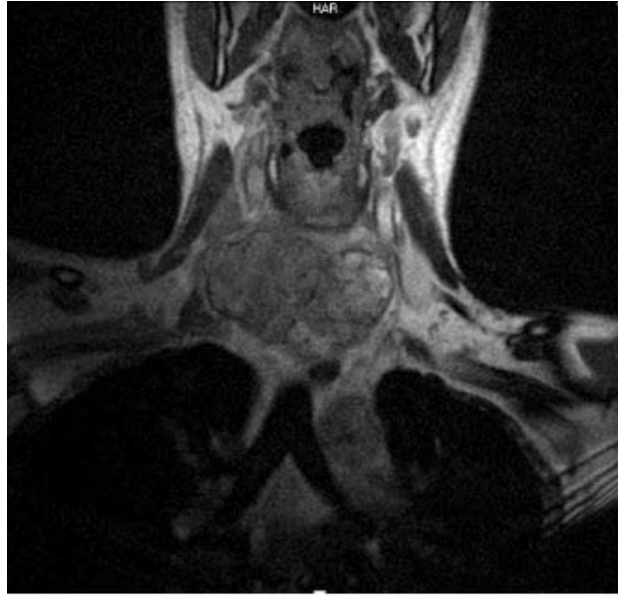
Estudio de RMN de corte coronal, muestra imagen tumoral heterogénea en secuencia de T1.
